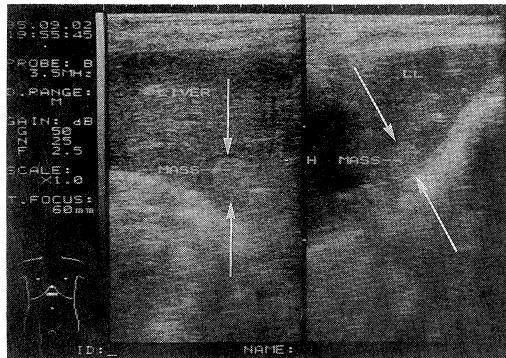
Ultrasonogram of case 1 shows homogeneous hyperechoic mass with smooth margin (arrows).
